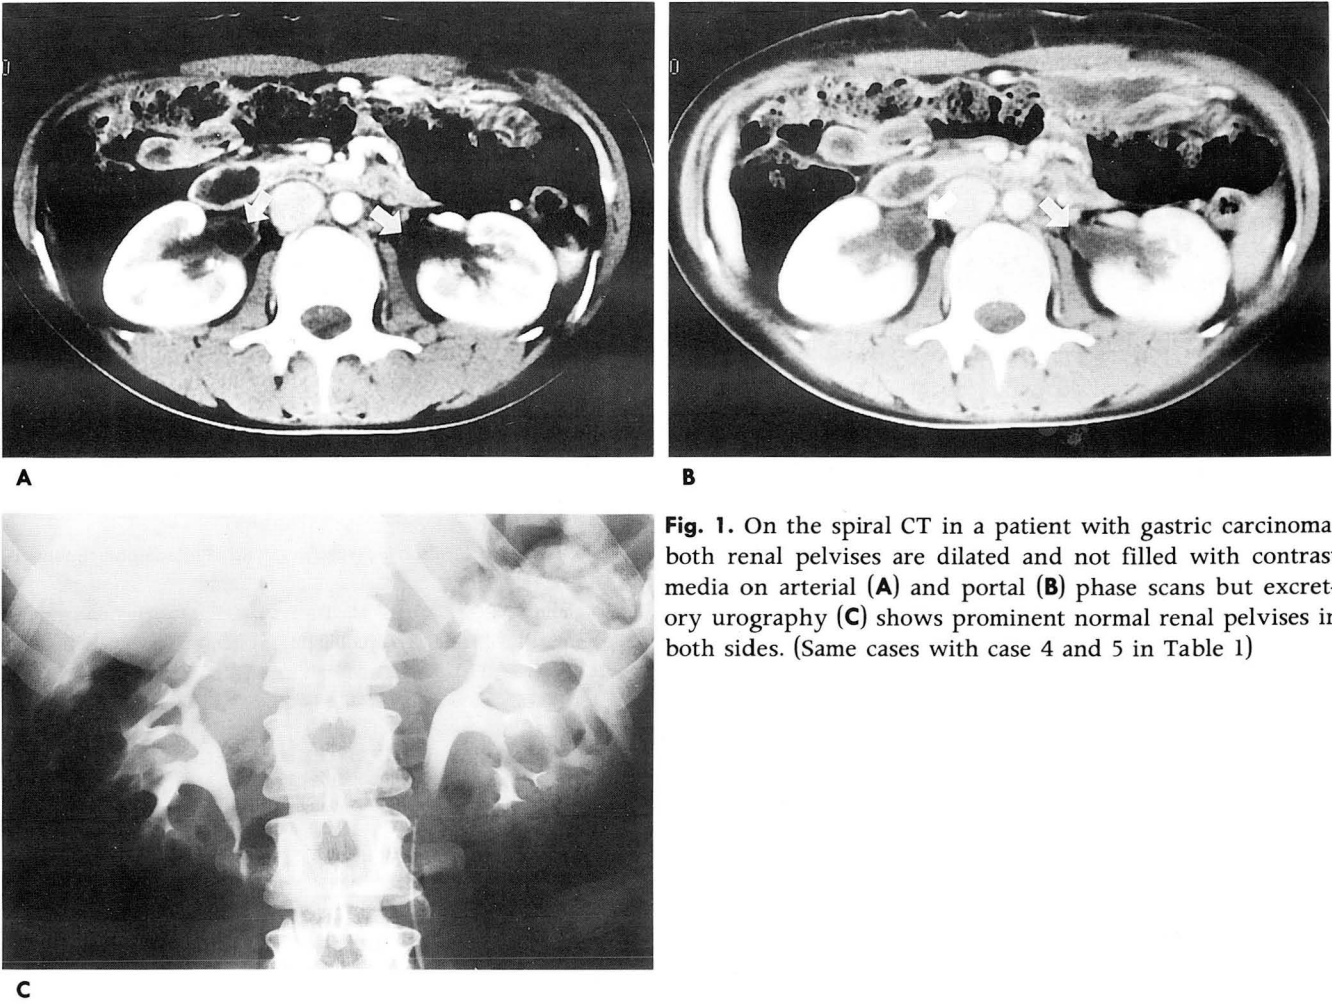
On the spiral CT in a patient with gastric carcinoma, both renal pelvises are dilated and not filled with contrast media on arterial (A) and portal (B) phase scans but excretory urography (C) shows prominent normal renal pelvises in both sides. (Same cases with case 4 and 5 in Table 1)
